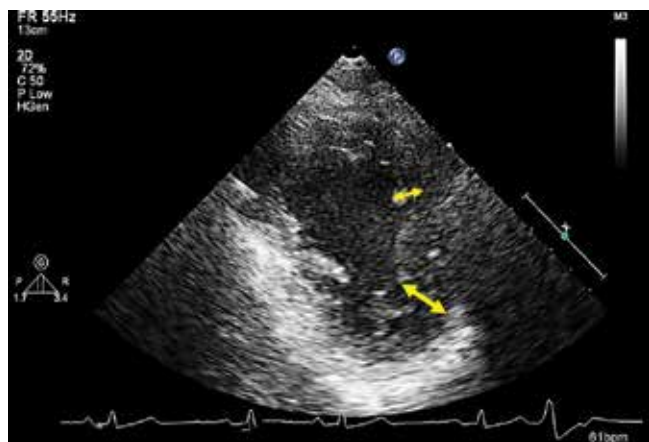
Эхокардиограмма больной И.
